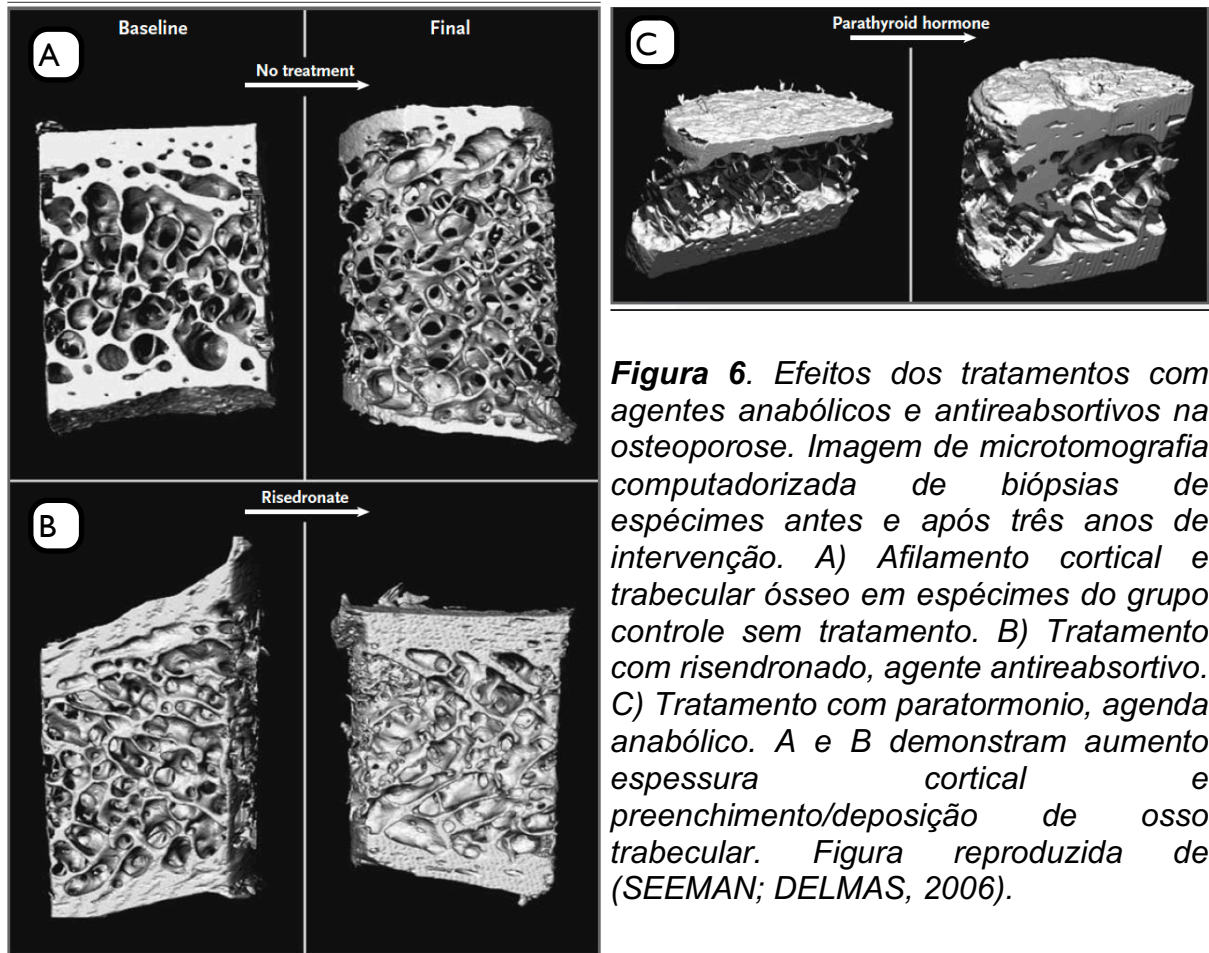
Efeitos dos tratamentos com agentes anabólicos e antireabsortivos na osteoporose. Imagem de microtomografia computadorizada de biópsias de espécimes antes e após três anos de intervenção. A) Afilamento cortical e trabecular ósseo em espécimes do grupo controle sem tratamento. B) Tratamento com risendronado, agente antireabsortivo. C) Tratamento com paratormonio, agenda anabólico. A e B demonstram aumento espessura cortical e preenchimento/deposição de osso trabecular. Figura reproduzida de (SEEMAN; DELMAS, 2006).
